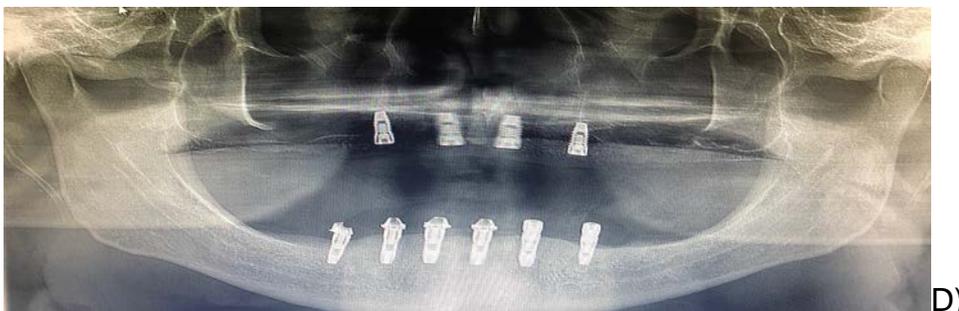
Ortopantomografía Convencional. F.D.
